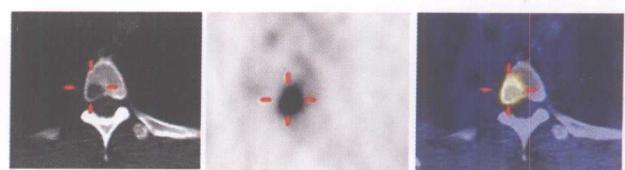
右肺上叶肺癌溶骨性骨转移, CT示胸椎溶骨性低密度影, ^{18}F -FDG PET示相应部位放射性异常浓聚, SUV5.3 (与图 11-22 同一病例)
